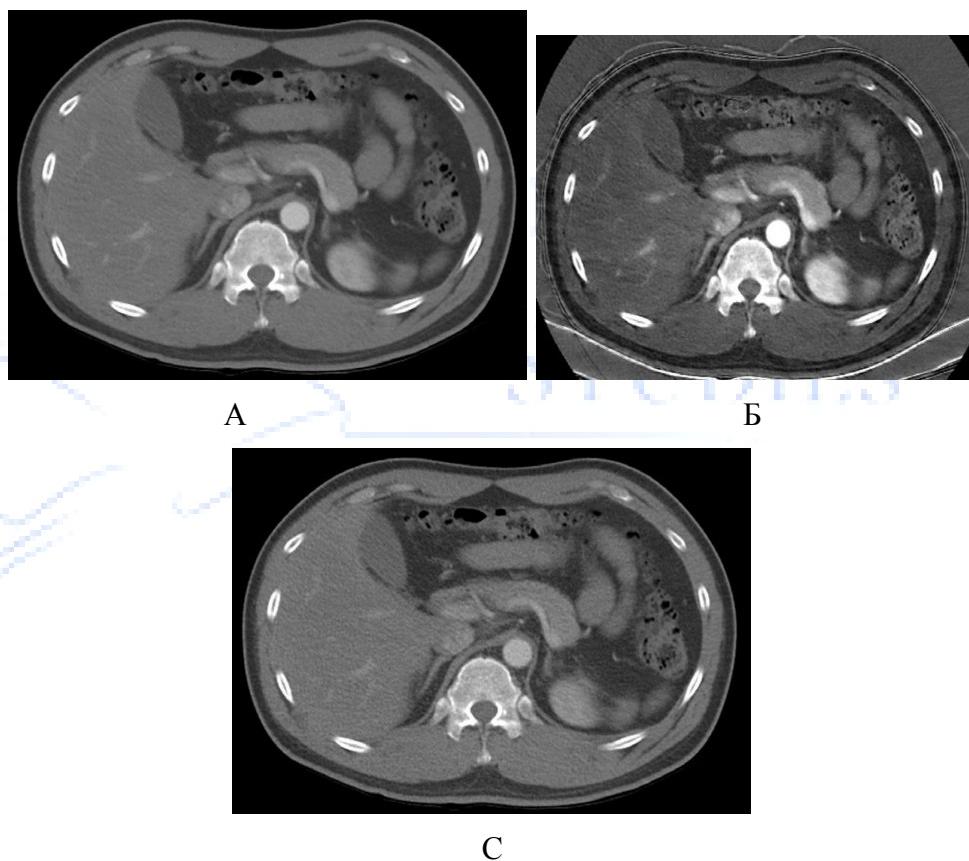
КТ-изображения аксиальной брюшной полости с контрастным усилением с использованием быстрого переключения напряжения с помощью одной трубы.
